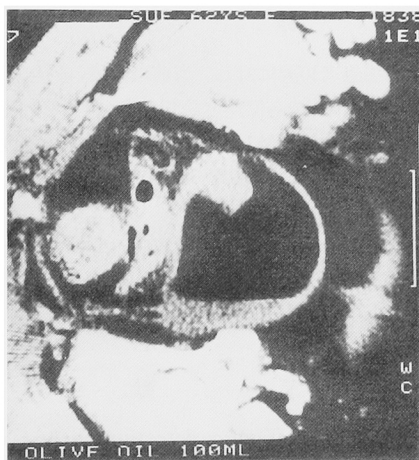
Olive oil enhanced CT scan; invasion to muscle layer around the right orifice is noted.
